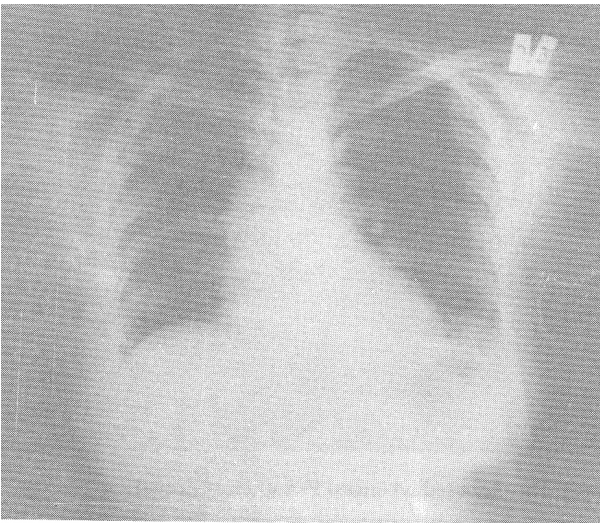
Hastanın tedavi öncesi P-A akciğer grafisi.
